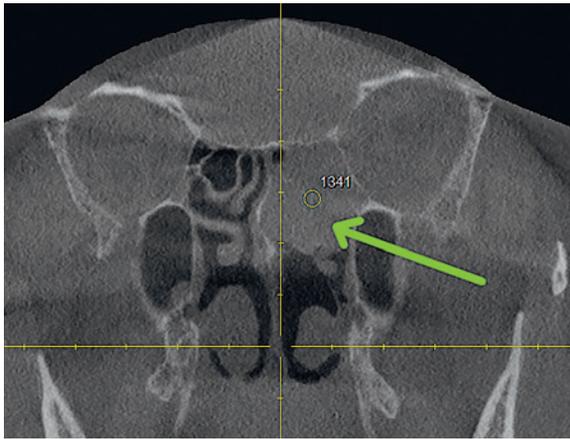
3D конусно-лучевая томография лицевого черепа в коронарной проекции
